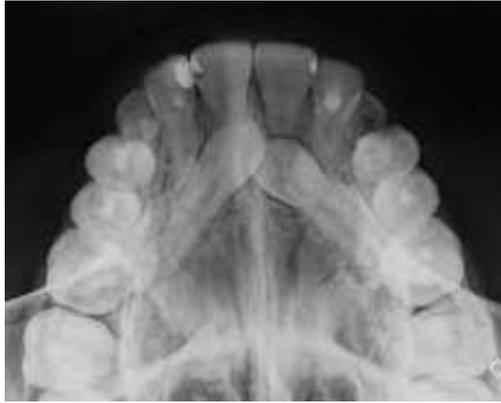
Radiografía Oclusal Superior. Obsérvese los caninos superiores impactados.
